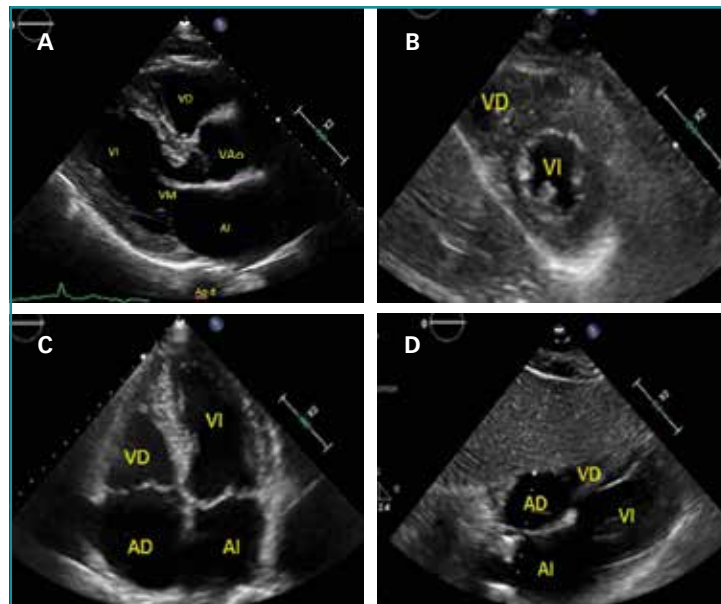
Planos esenciales en ecocardiografía. A: paraesternal eje largo; B: paraesternal eje corto; C: apical cuatro cámaras; D: vena cava inferior.
